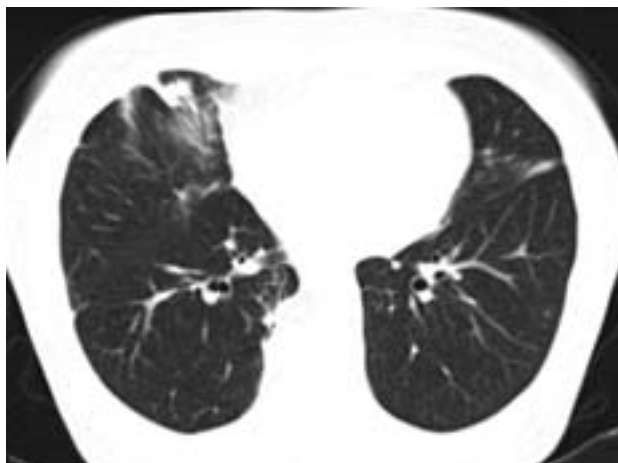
Фрагменты КТ органов грудной клетки пациентки после 3,5 мес лечения (20.06.2011 г.).
